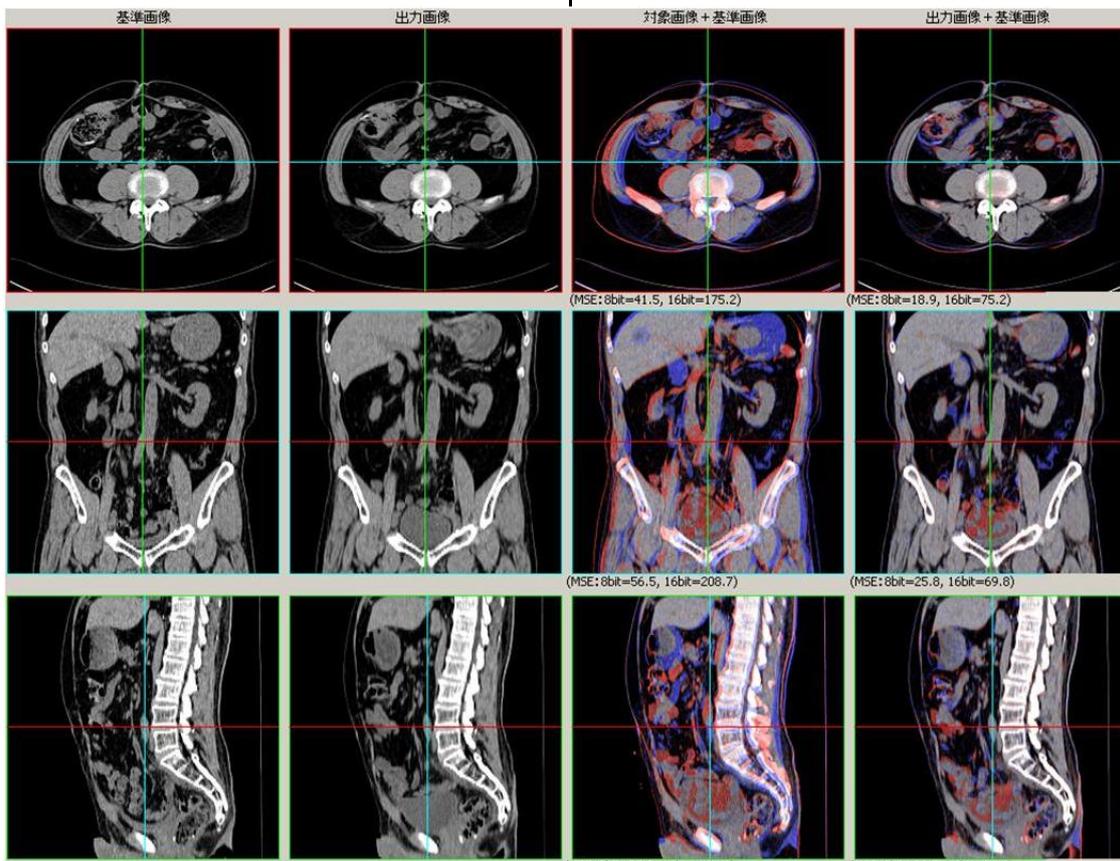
腹部 CT 画像の非線形レジストレーション
